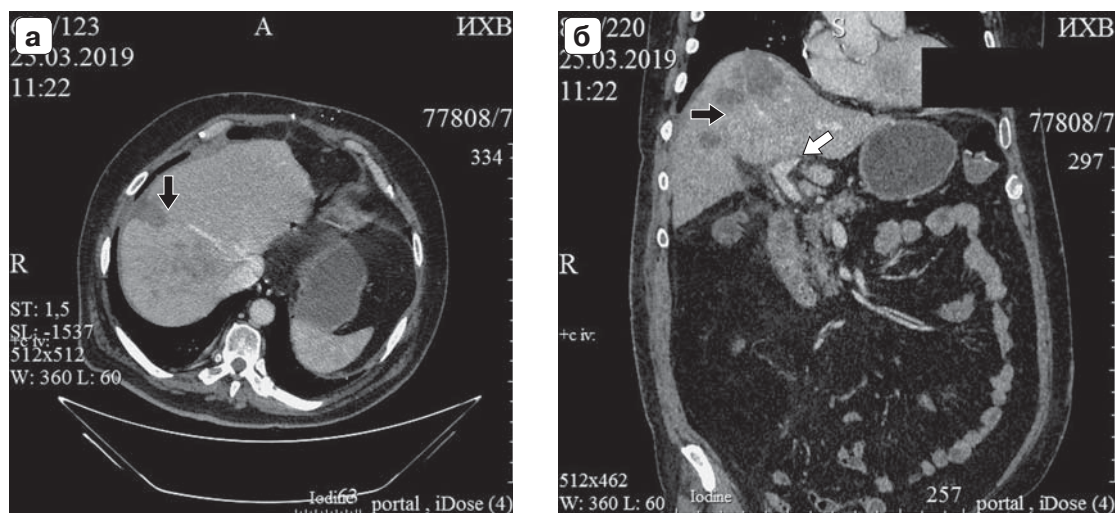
Компьютерная томограмма. Исследование на 7-е сутки после первого вмешательства: а — аксиальная проекция; б — фронтальная проекция. Черной стрелкой указана зона некроза паренхимы печени после РЧА, белой стрелкой — левая ветвь воротной вены, правая не видна (лигирована).
